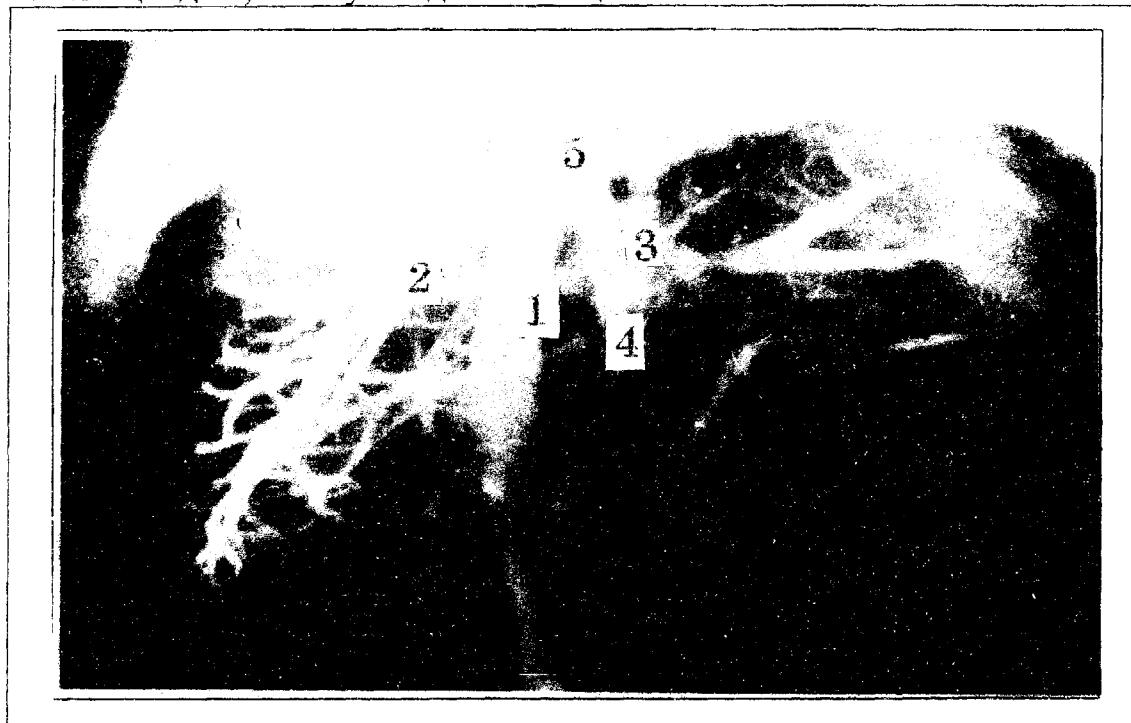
Рентгенограмма венозных судин печени плода 320 мм ТПД
